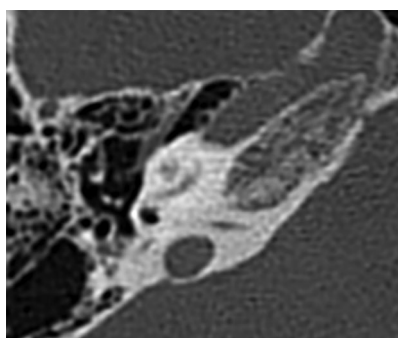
КТ-картина левой ВК перед операцией.
